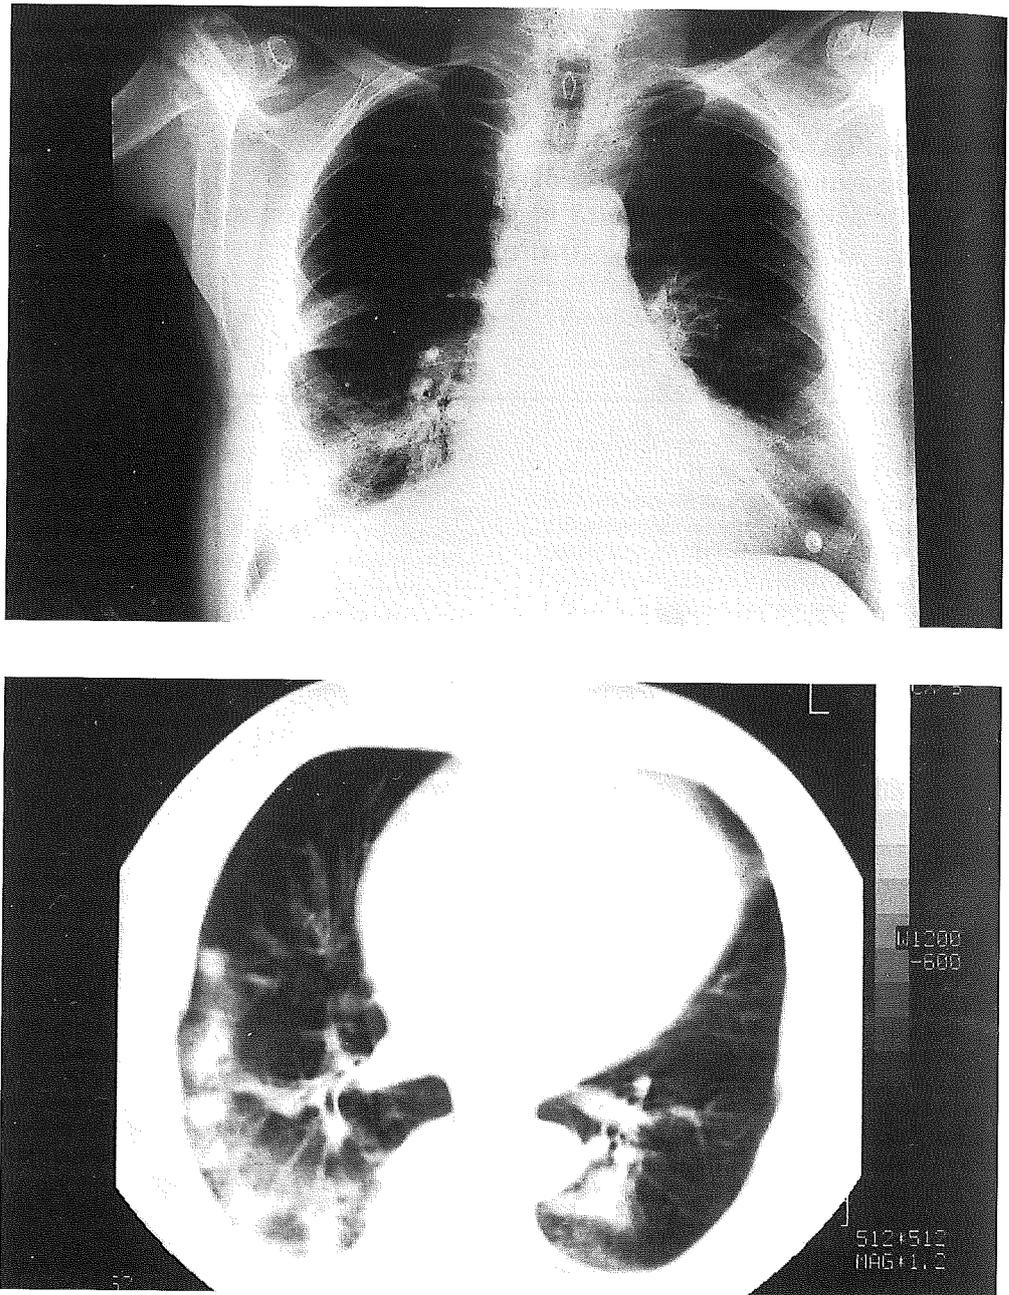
En la parte superior se observa la imagen radiológica y en la inferior la imagen del TAC; en ambas se observan infiltrados heterogéneos que afectan preferentemente al lóbulo inferior derecho y a la zona parahiliar izquierda.
